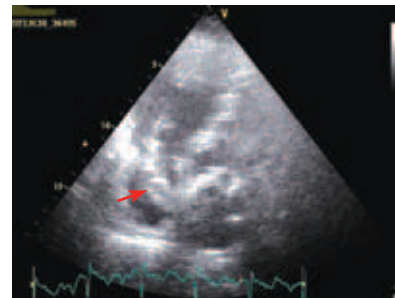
Эхокардиограмма, 4-камерная верхушечная позиция. Крупный тромб «в ходу» (стрелка) в правом предсердии, примыкающий к межпредсердной перегородке и пролабирующий через трикуспидальный клапан в правый желудочек
